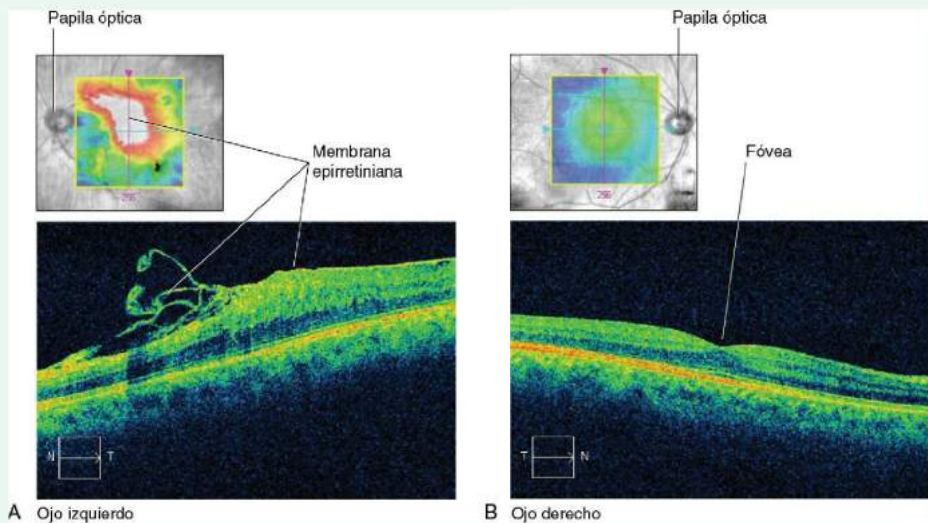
Tomografía de coherencia óptica de alta definición (TCO-HD). A. Ojo enfermo. B. Ojo sano.
